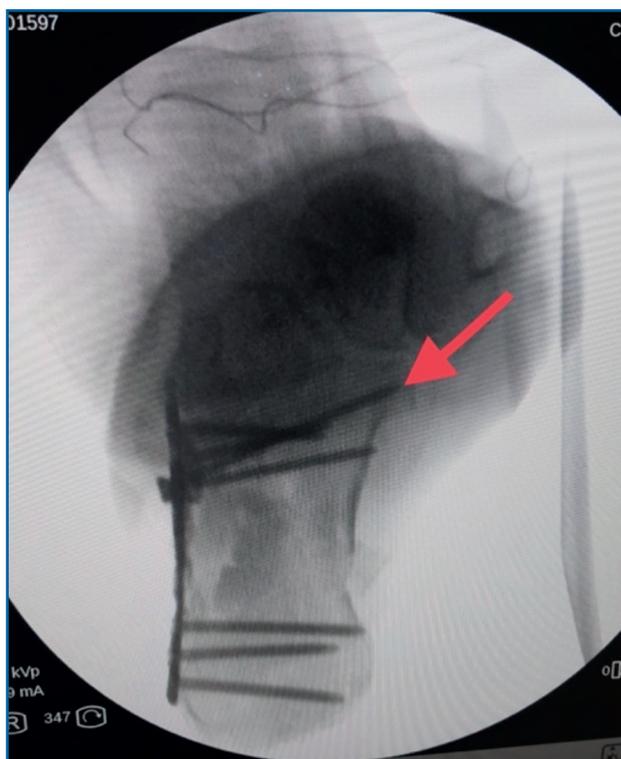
Radiografía axial intraoperatoria en la que se muestra la dirección del tornillo dirigido al sustentaculum tali.
